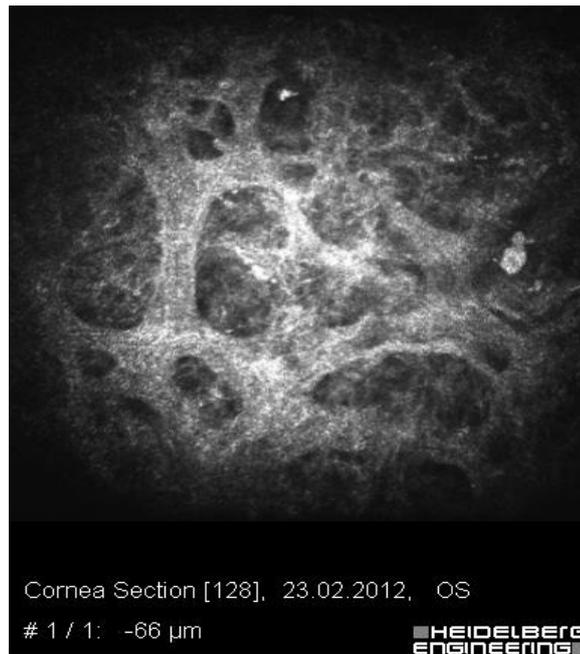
Пациент Б., 58 л. Конфокальная томография ФП через 1 год после проведения антиглаукоматозной операции. Множественные кисты в эпителии конъюнктивы свидетельствуют о наличии фильтрации
